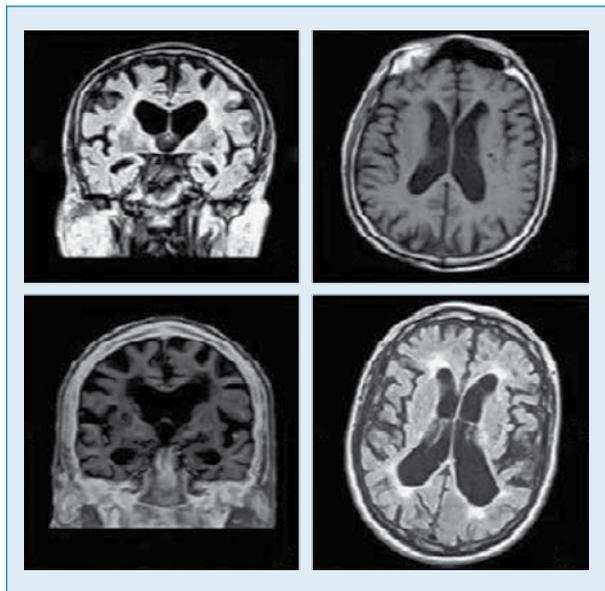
Cambios en la resonancia magnética en un paciente con demencia.
